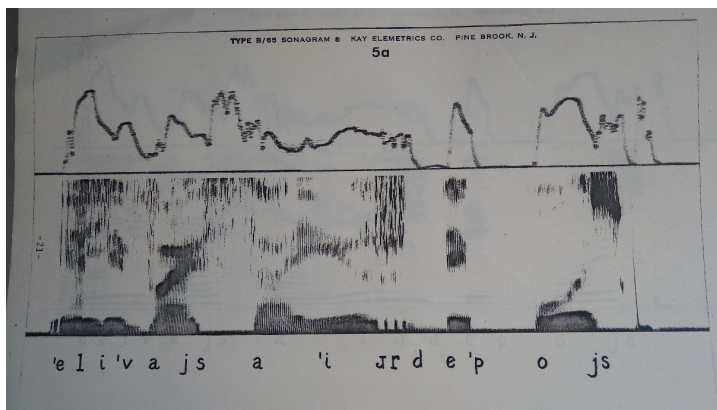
Sonograma de “Ele vai sair depois”.
